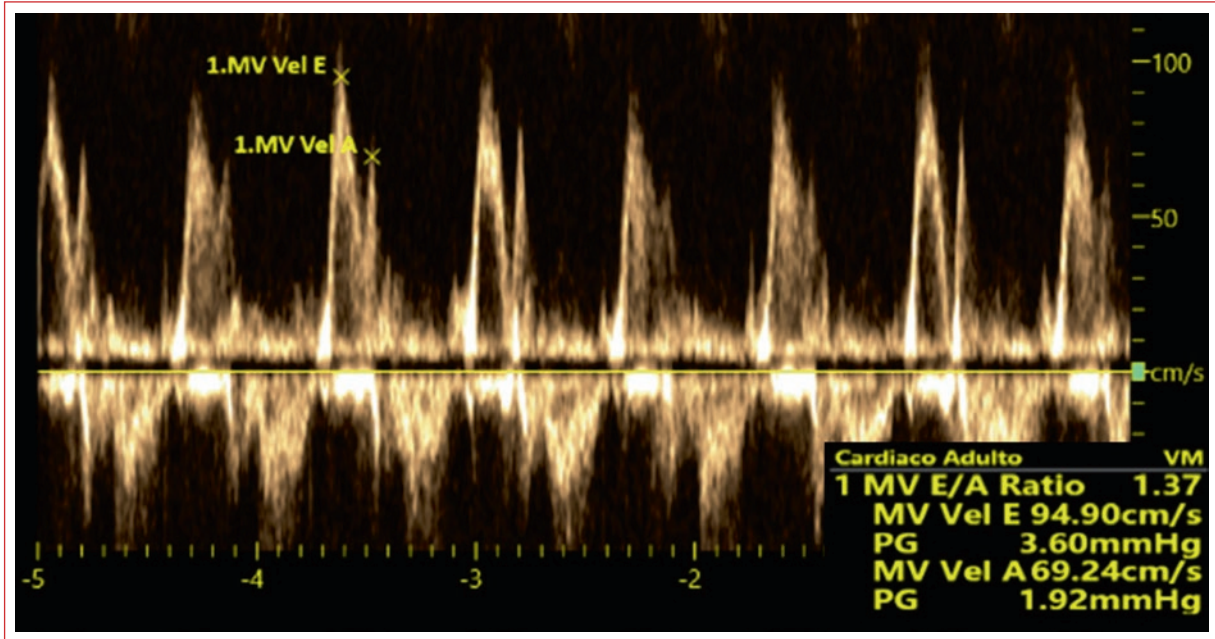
Doppler pulsado del flujo transmitral que evidencia una relación E/A de 1,37.
